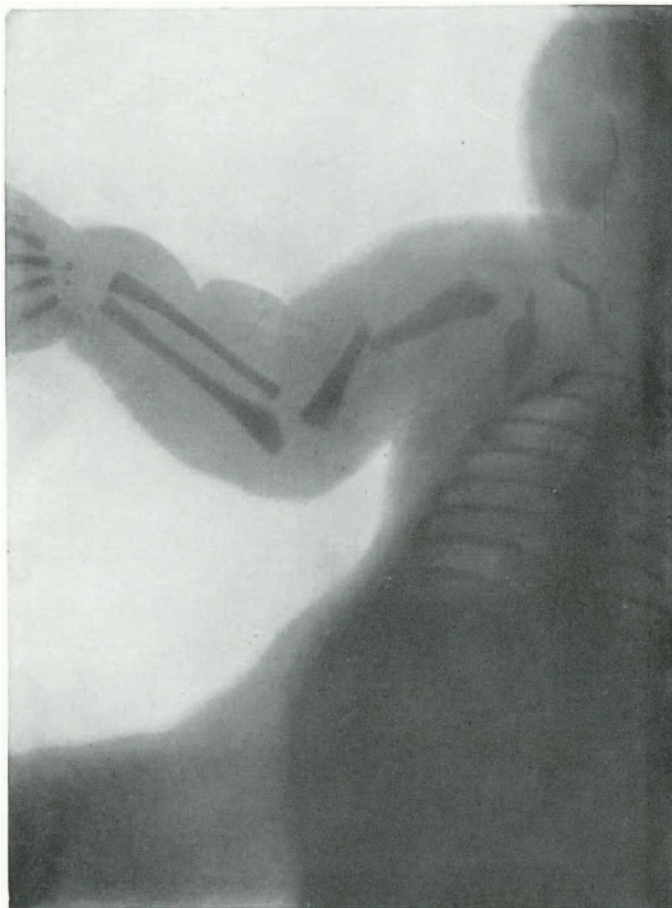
Oberarmfraktur. (Röntgenbild.)
